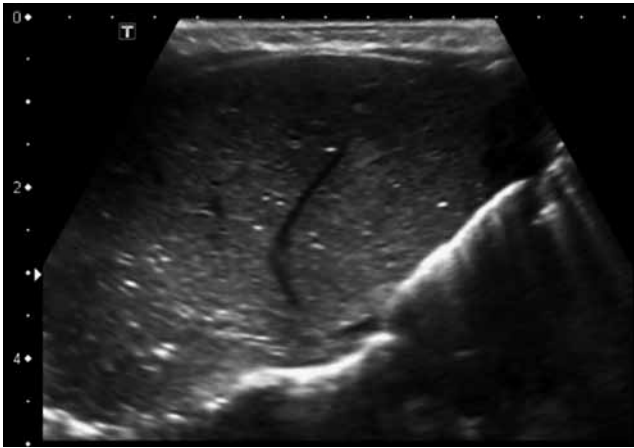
Ecografía: imágenes hiperecogénicas en zona hepática, sugestivas de aerobilia.
